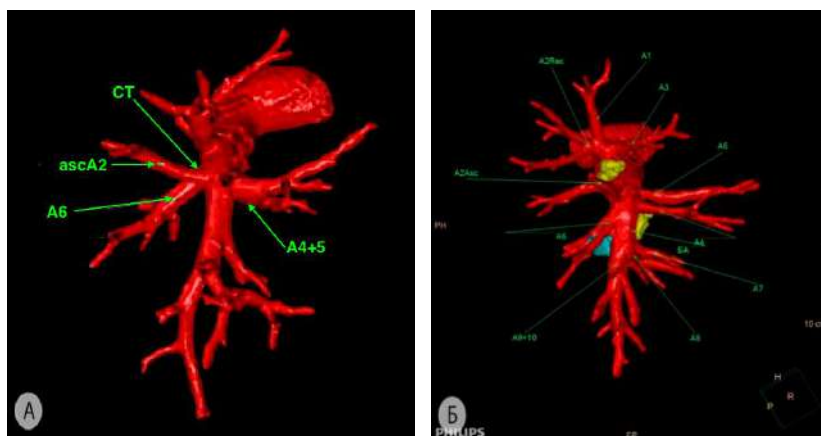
Варианты отхождения нижней восходящей артерии ($ascA^2$) к заднему сегменту верхней зоны (3D-реконструкция МСКТ-АГ) а – единый ствол $ascA^2+A^6$; б – отхождение $ascA^2$ выше устья A^6 . СТ – общий ствол ($ascA^2+A^6$); A^1 – верхушечная сегментарная артерия; A^{2rec} – возвратная артерия к заднему сегменту верхней зоны; A^3 – передняя сегментарная артерия; A^{4+5} – переднезональная артерия; A^4 – артерия латерального сегмента передней зоны; A^5 – артерия медиального сегмента передней зоны; A^6 – заднезональная артерия; A^7 – медиальная базальная артерия; A^8 – передняя базальная артерия; A^{9+10} – общий ствол латеральной и задней базальной артерий; БА – общая базальная артерия
